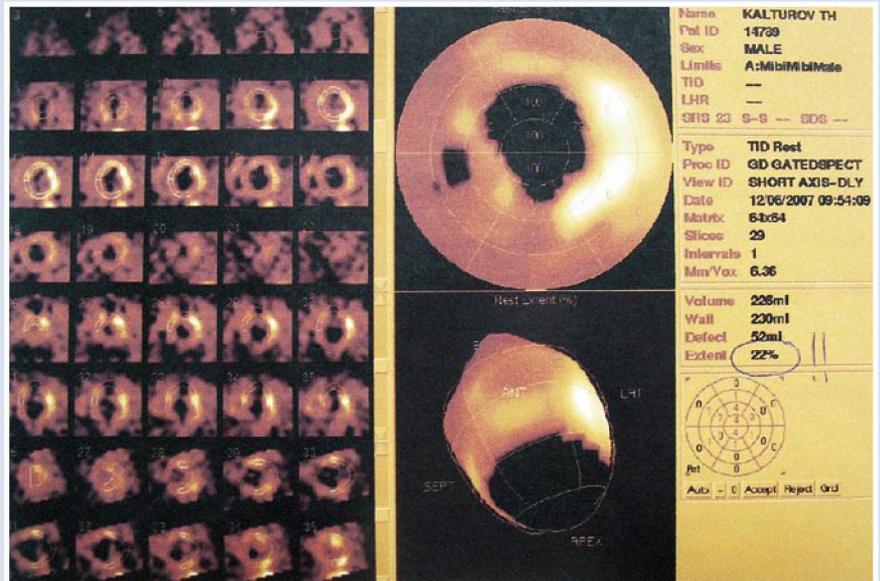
Результаты послеоперационной перфузионной скintiграфии миокарда (однотонная эмиссионная КТ миокарда с Tc99). Отмечается уменьшение объема аперфузируемой зоны
